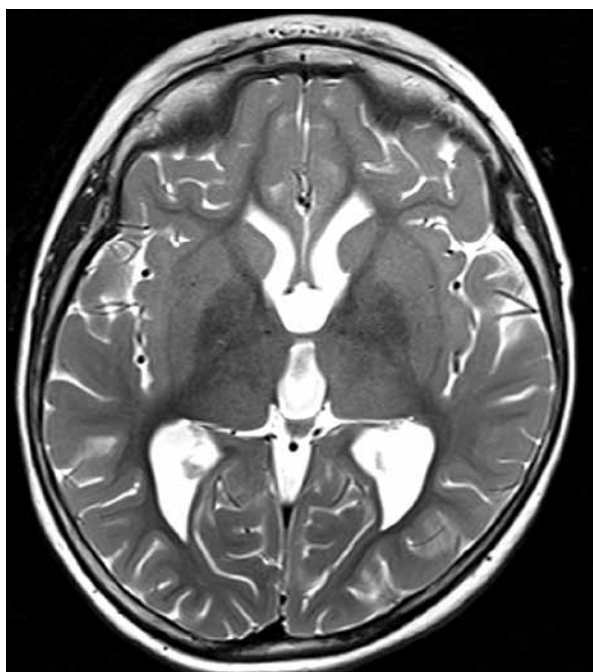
Пациентка Кира К. Магнитно-резонансная томография, T2-режим. Гипоинтенсивность бледных шаров
